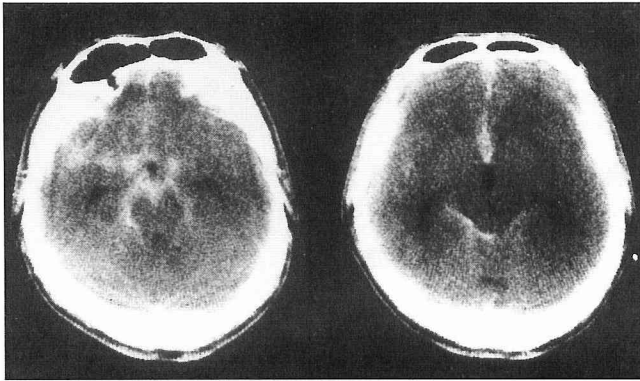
CT scan on admission shows subarachnoid hemorrhage.
